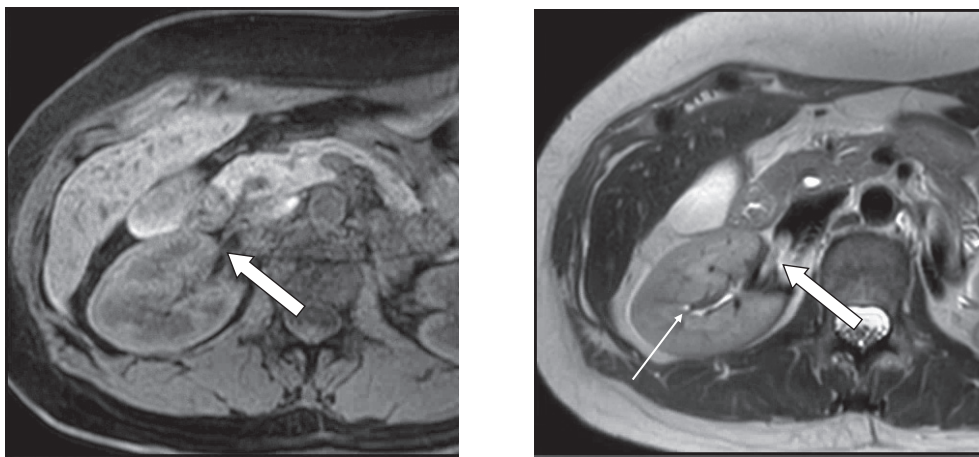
Contrast-enhanced MRI shows the tumor thrombus (major arrows) at the right renal vein with low signal on fat suppression T1WI and high signal on T2WI. Fatty concentration nodules can be seen in the right renal sinus (minor arrow).
